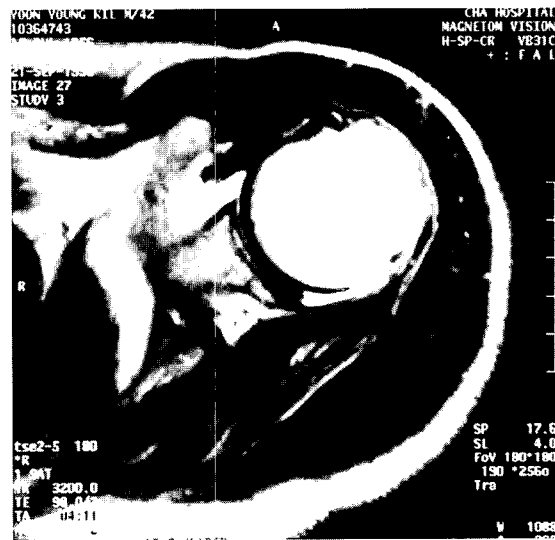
Axial image of MRI shows the detached capsule at the humeral attachment and the leakage of contrast medium.
